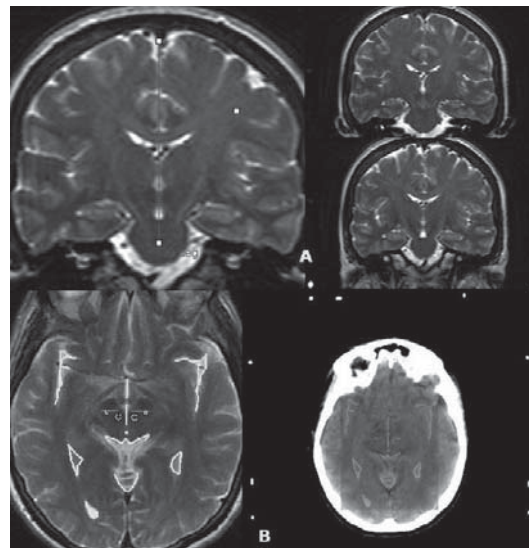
Cálculo de las coordenadas de núcleo subtalámico (NST) por visualización directa en la resonancia magnética (RM) estereotáxica cerebral. A) Se define el ángulo de abordaje: el trayecto de la introducción de los electrodos es paralelo al eje mayor del NST y de la cápsula interna; usualmente es entre 30 y 35° a partir de la vertical. B) La imagen por RM (izquierda) se fusiona con la de tomografía computarizada (TC) estereotáxica cerebral (derecha) para definir las coordenadas del NST.
